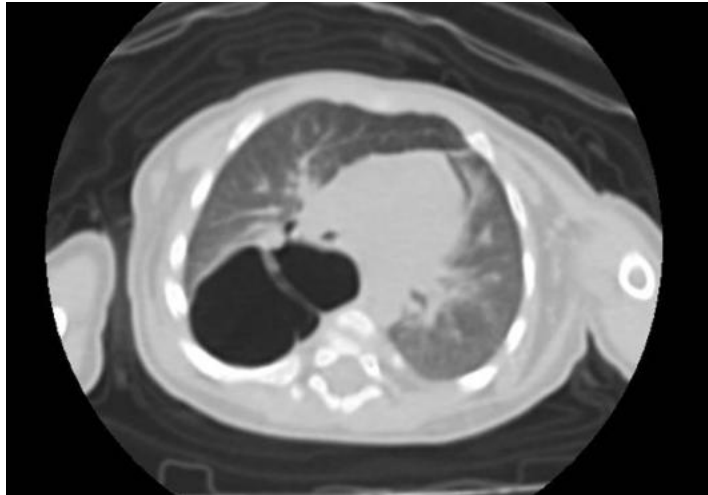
TC de tórax evidenciando área de hipoatenuação em região posterior de lobo médio direito. Fonte: base de dados de exames de imagem IPPMG
